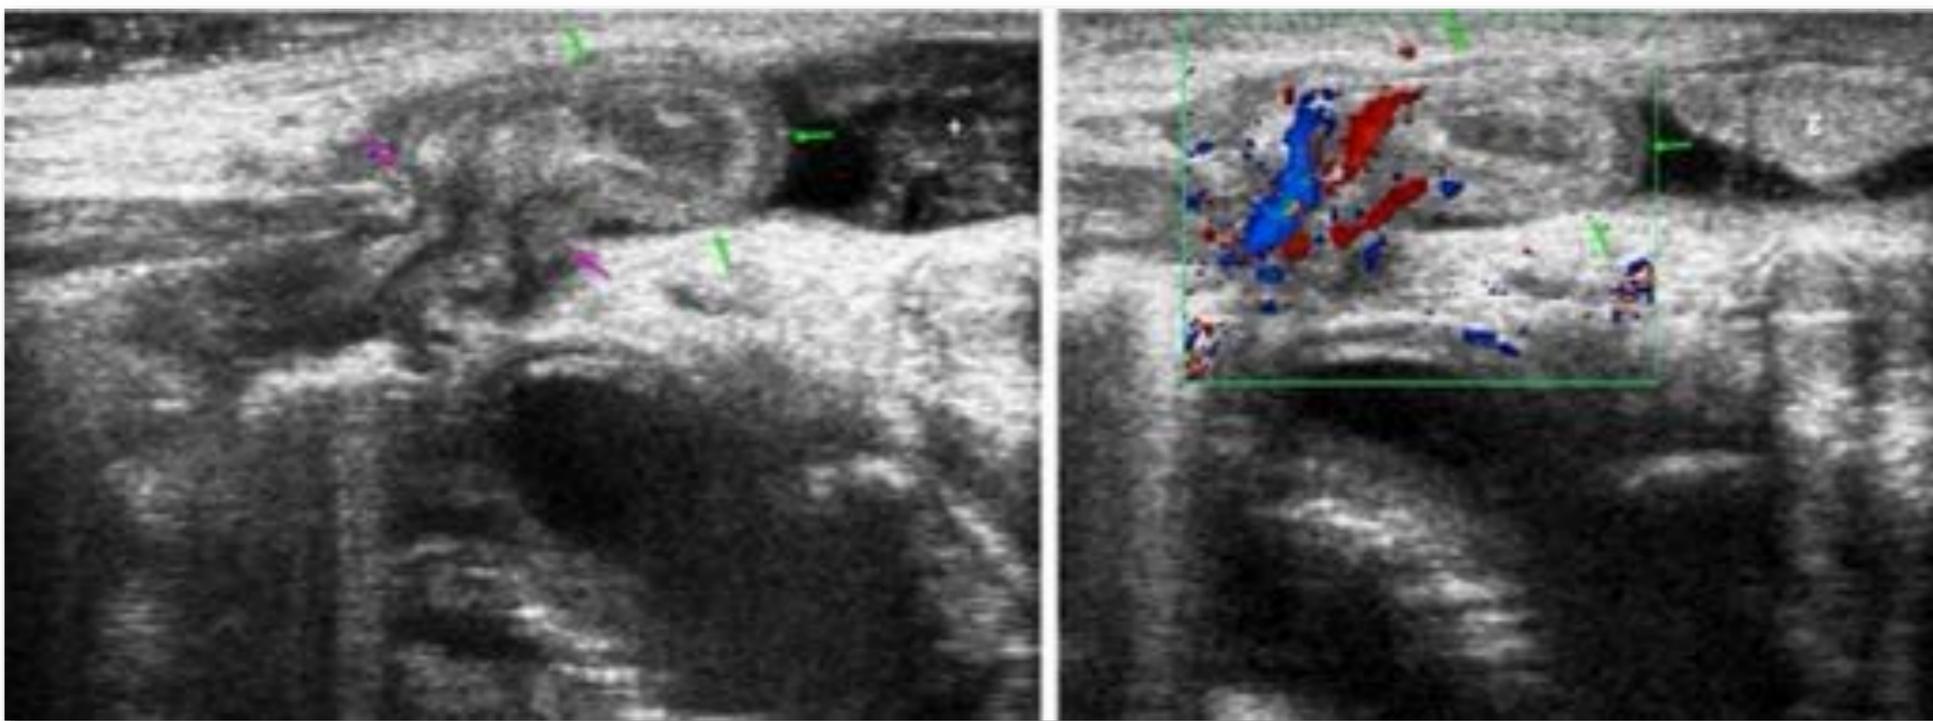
Hernia inguinal indirecta congénita encarcelada. Neonato con decaimiento, vómitos y tumoración escrotal dura. Ecografía: hernia inguinal indirecta con cambio de calibre intestinal a la altura del anillo (flechas rosas). Contiene un corto tramo de íleon con la pared engrosada (flechas verdes) y el meso congestivo, así como líquido peritoneal ecogénico en algunas zonas (+) y grasa tumefacta (g). Se intervino, sin necesidad de resección intestinal.
